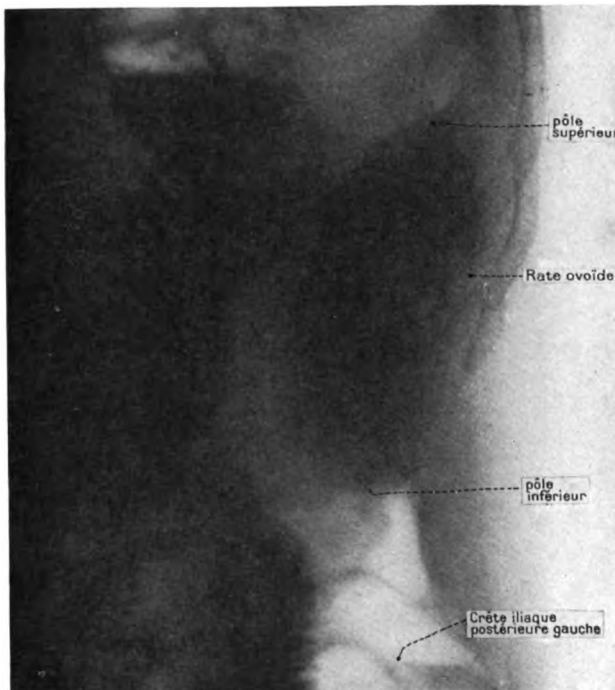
Rate parfaitement ovoïde et entièrement délimitée. Cette radiographie est intéressante parce qu'elle apporte, une fois de plus, la preuve que le pôle supérieur de l'ombre splénique ne contourne pas forcément la face postérieure de l'estomac, mais qu'il peut en être très éloigné.
